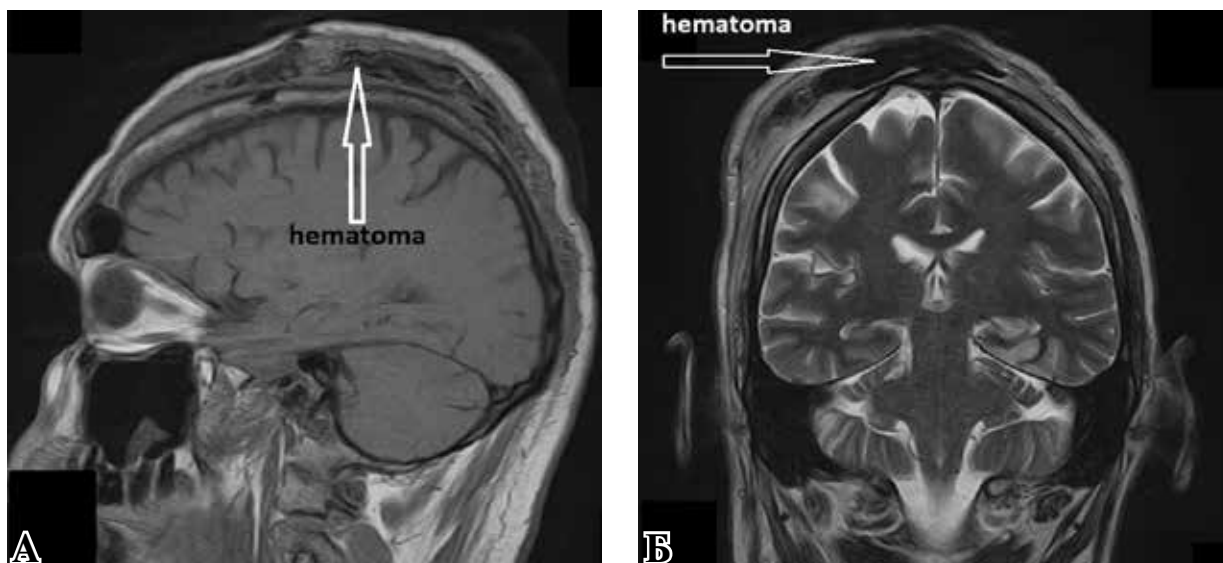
Магнитно-резонансная томография. А – срез в сагиттальной плоскости; Б – срез в фронтальной плоскости.
